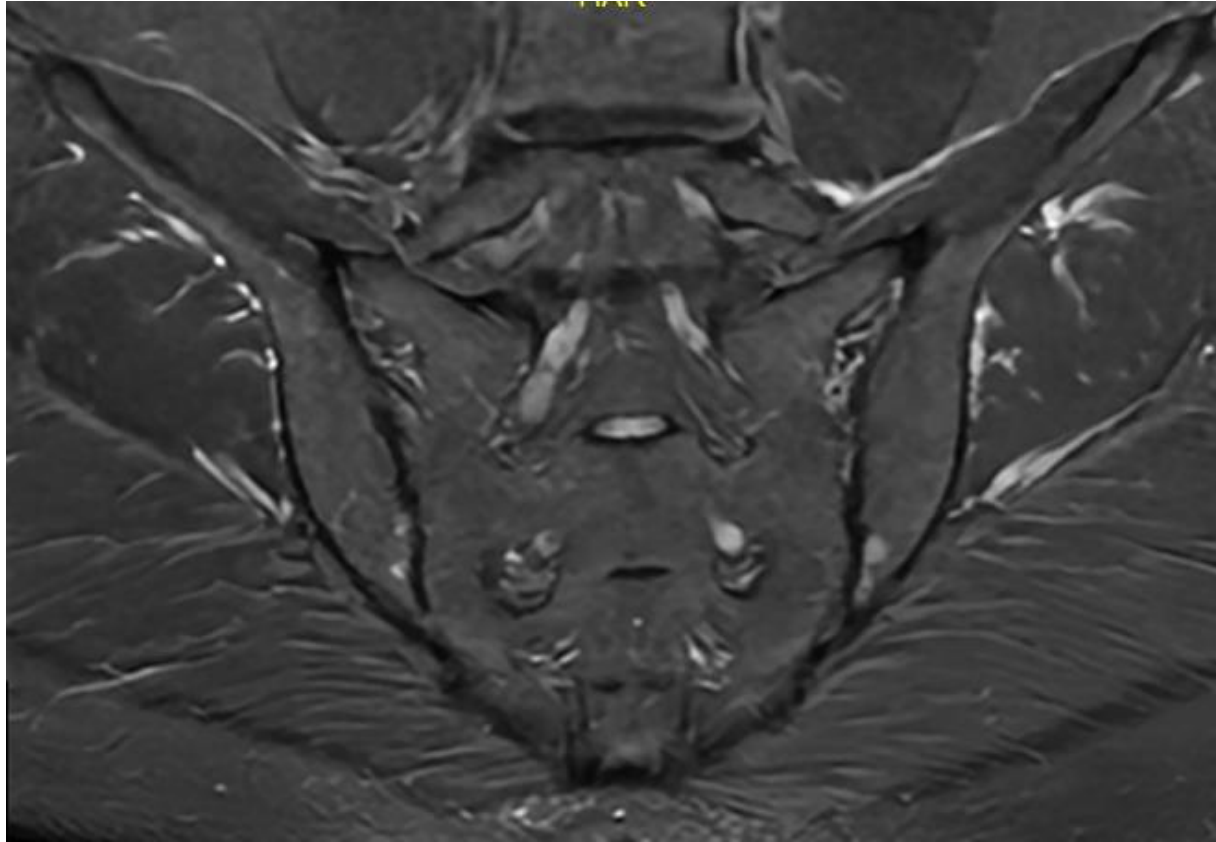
RM coronal T2-FS de hombre de 52 años con pequeñas geodas subcondrales bilaterales.
